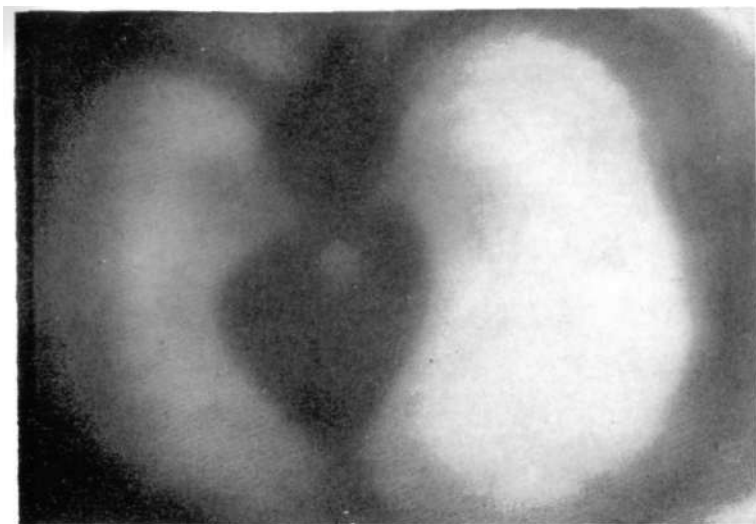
То же наблюдение. Поперечная томограмма. Отчетливо видна кольцевидная форма зоба, окутывающего и отесняющего трахеи кзади.
